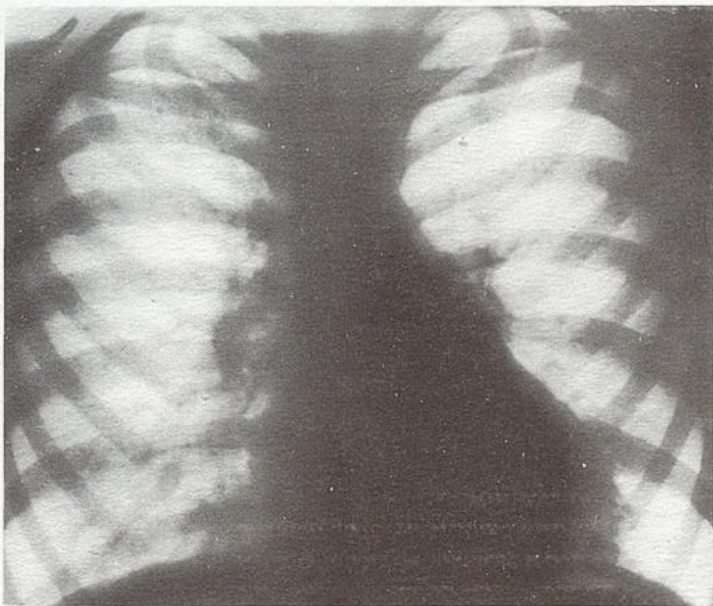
Рентгенограмма органов грудной клетки того же ребенка в возрасте 3,5 года.
